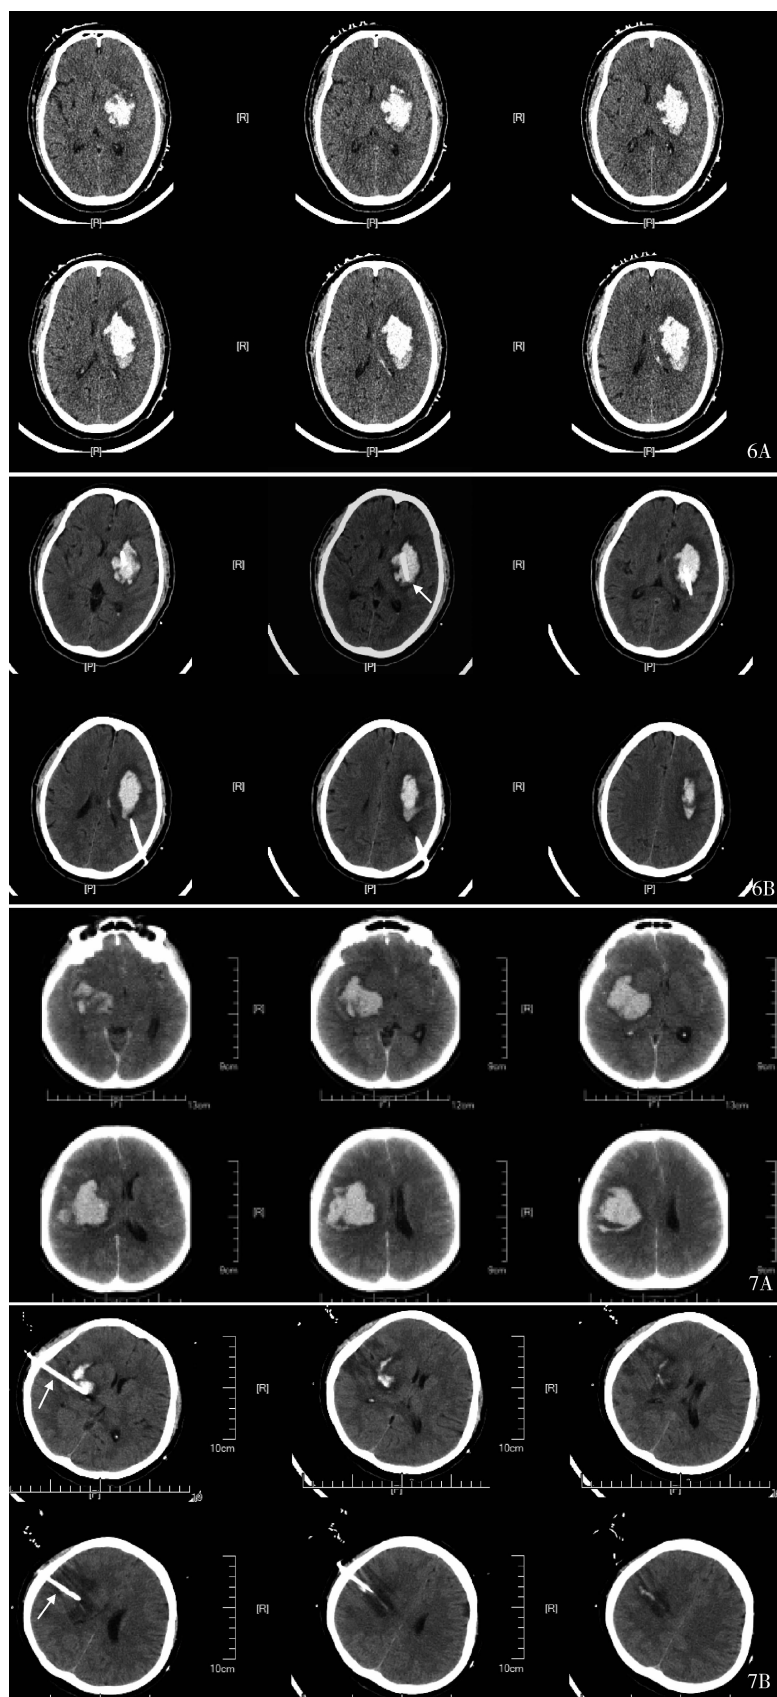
男,56岁,单管穿刺 A. 术前CT示左侧基底节出血35 ml;B. 术后即刻CT复查示引流管与术前计划一致,准确放置于血肿中心 图7 男,62岁,双管穿刺 A. 术前CT示右侧丘脑出血50 ml;B. 术后3 d CT复查2根引流管准确放置于血肿中心,出血基本引流完全
